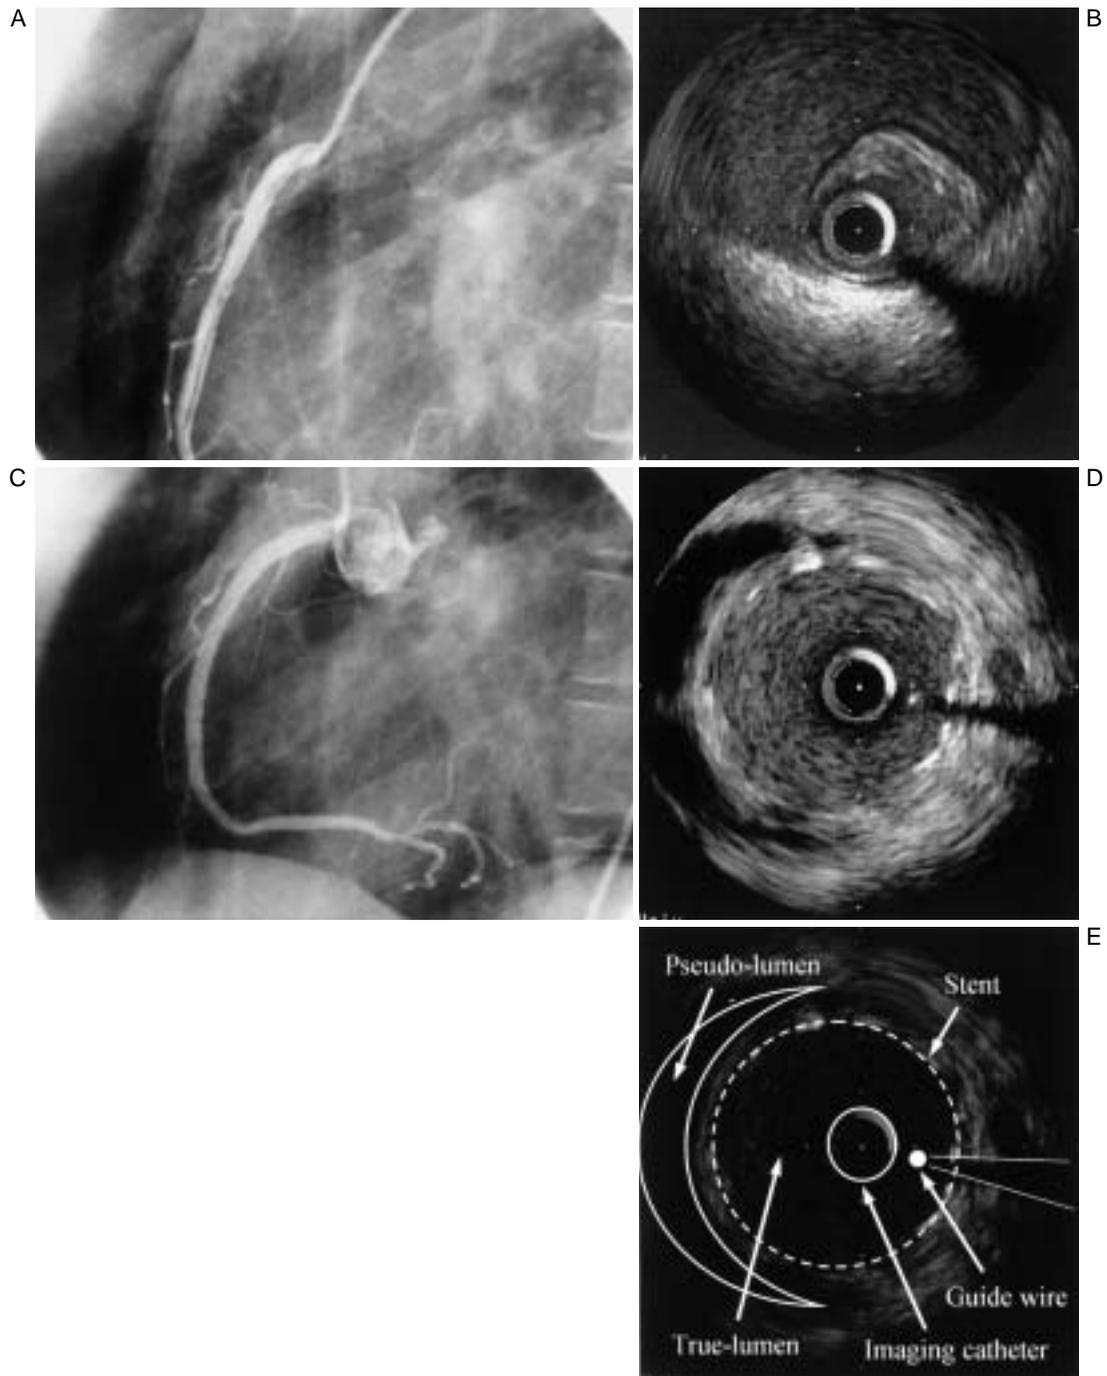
Coronary angiograms and intravascular ultrasonograms of the coronary artery dissection in the right coronary artery showing that the pseudo lumen was enlarged and the true lumen was heavily compressed by the pseudo lumen (A, B) and after insertion of stents into the right coronary artery, the true lumen had dilated to almost the normal size and perfusion of the pseudo lumen had disappeared (C, D, E)
